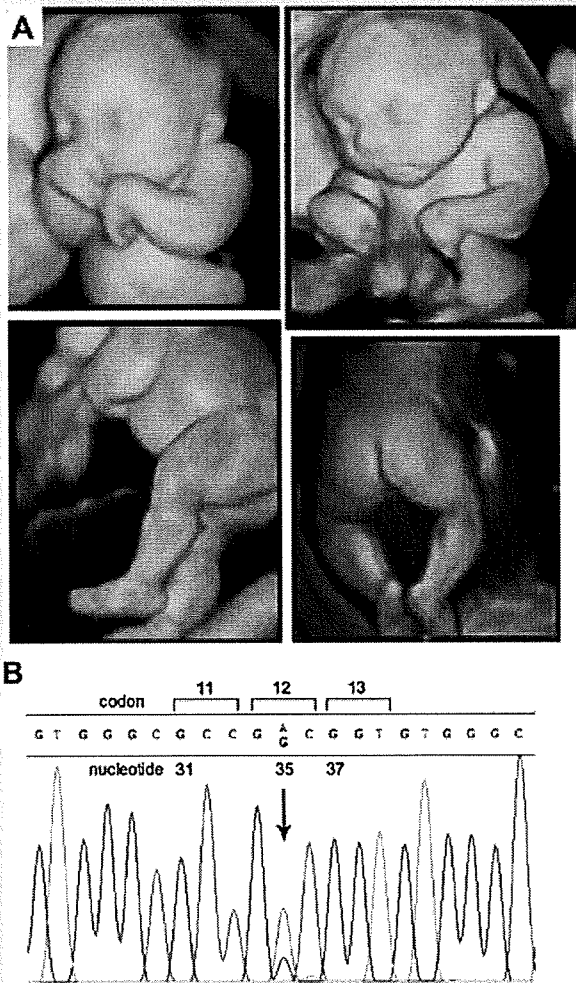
A: Three-dimensional ultrasound images of the fetus at 24 weeks of gestation with overgrowth and so-called "coarse face". Note his left hand presenting ulnar deviation and flexion of the wrist. B: Electropherogram of *HRAS* showing missense mutation at codon 12, c.35G > A, p.G12D. [Color figure can be viewed in the online issue, which is available at www.interscience.wiley.com.]
